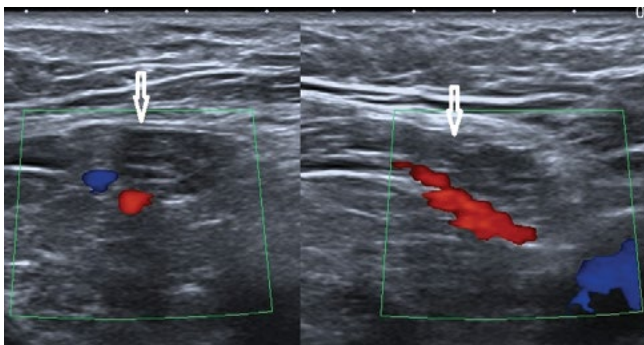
A. Tłuszczakomięsak w kanale pachwinowym o heterogenicznej echostrukturze. B. Ten sam tłuszczakomięsak co na Ryc. 9 A. W badaniu z użyciem kolorowego dopplera wykazano jego patologiczne unaczynienie
